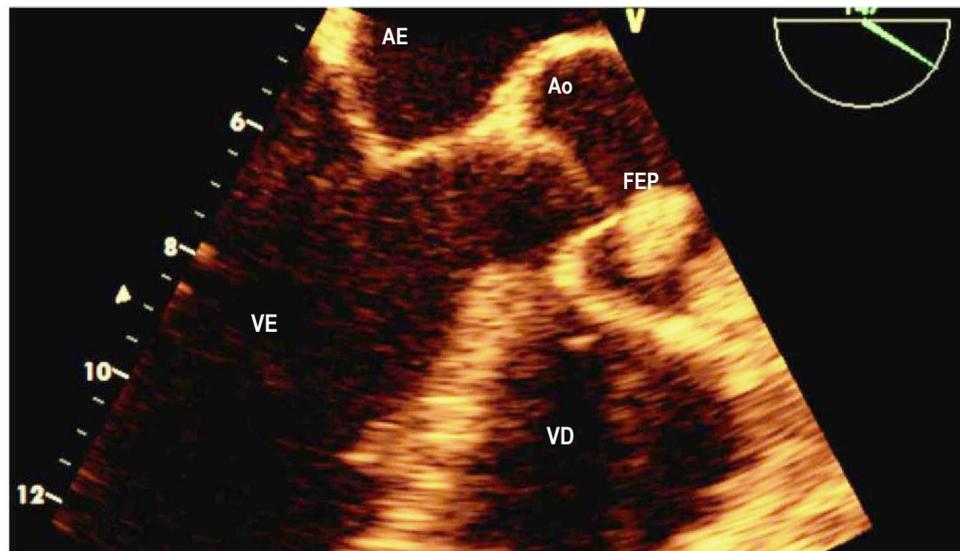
Ecocardiograma transesofágico. AE: átrio esquerdo; Ao: aorta; VE: ventrículo esquerdo; VD: ventrículo direito; FEP: fibroelastoma papilífero.
